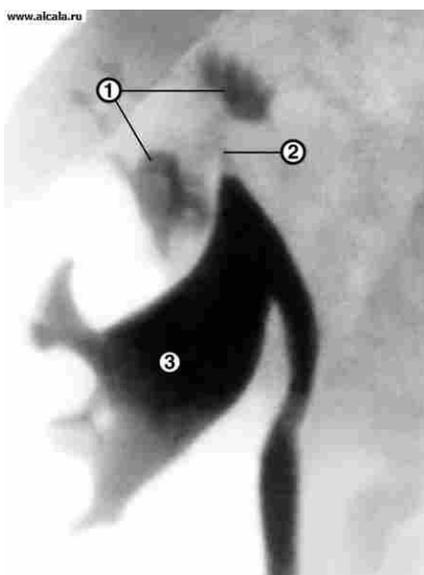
Правосторонняя ретроградная пиелограмма при кавернозном туберкулезе правой почки: в верхнем сегменте почки видны заполненные рентгеноконтрастным веществом каверны (1), шейка верхней почечной чашки сужена (2), почечная лоханка деформирована и расширена (3).
